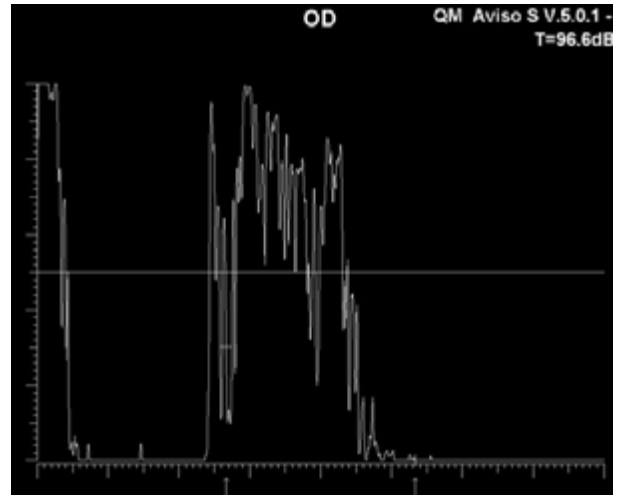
Modo A estandarizado de misma paciente. Observándose la reflectividad media baja por ecografía.
